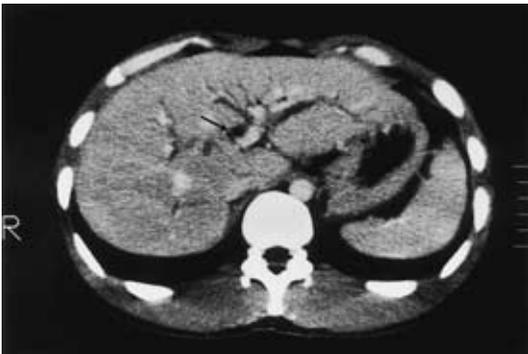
Abdominal CT scan showed a hematoma (arrow) from hepatoduodenal ligament to pancreas head.
